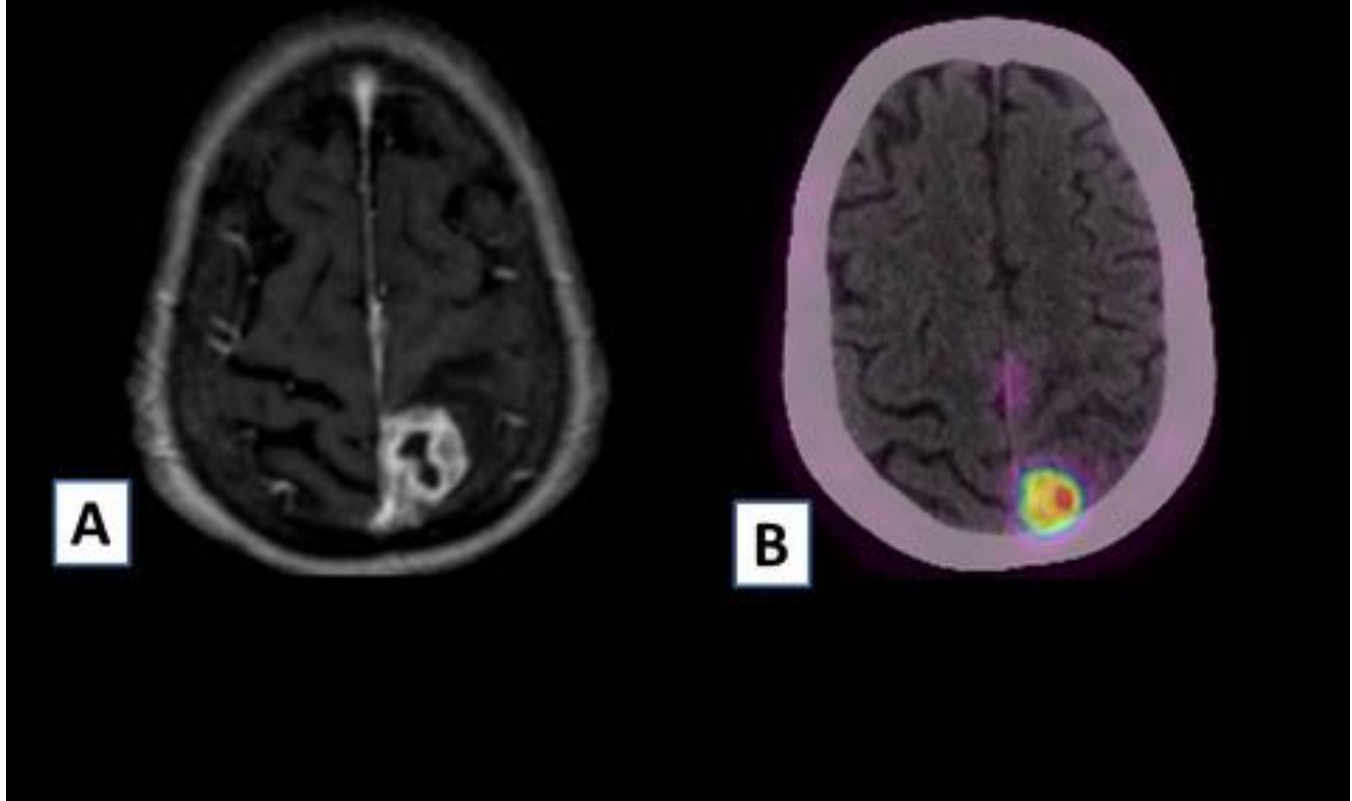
A) RM axial en T1 post-contraste, mostrando una lesión nodular parietal izquierda, con un centro de aspecto necrótico y realce periférico. B) El PET muestra captación nodular de ^{18}F -colina en la misma localización. El estudio histológico demostró que se trataba de un absceso cerebral y no de un tumor como se sospechaba por las pruebas de imagen.
